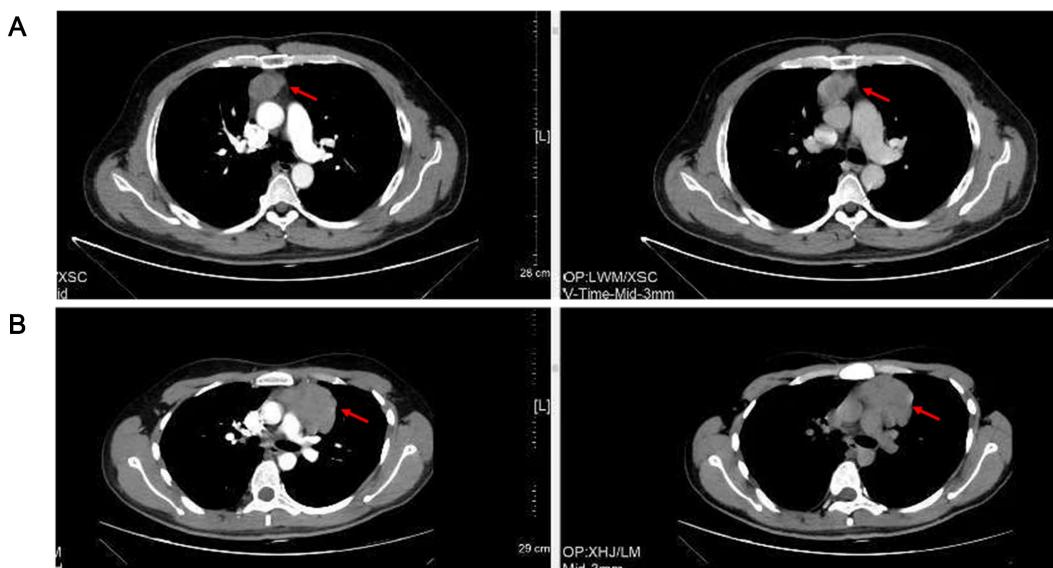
CT images of the tumors: A- Neuroendocrine tumor, B- Thymoma
